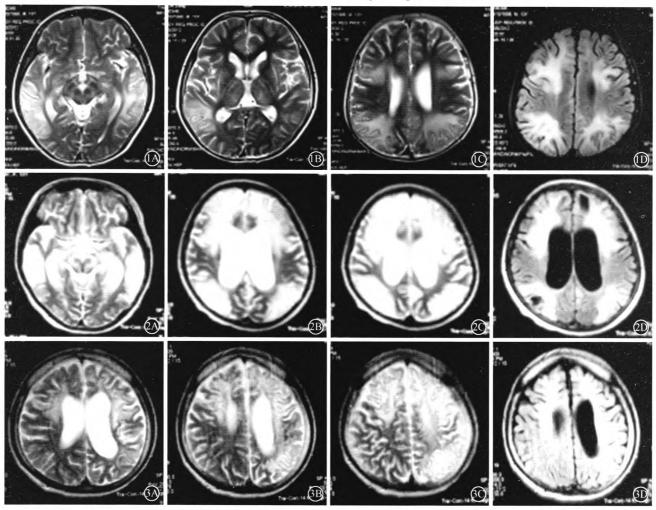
例 1 患者头颅 MRI 检查示双侧大脑半球弥漫性对称性分布大片状长 T_1 、长 T_2 异常信号,双侧基底节区对称性分布长 T_1 、长 T_2 异常信号 图 2 例 2 患者头颅 MRI 检查示双侧额叶、颞叶、顶叶、枕叶片状长 T_1 、长 T_2 异常信号,额叶及枕叶部分病灶信号与脑脊液信号一致;双侧壳核、尾状核头、丘脑、脑干对称斑片状长 T_1 、长 T_2 异常信号;Flair 相呈高信号;脑室系统明显扩张,沟裂明显增深增宽 图 3 例 3 患者头颅 MRI 检查示双侧豆状核、丘脑、桥脑、中脑均可见长 T_1 、长 T_2 异常信号,双侧额、顶及裂叶均可见不规则斑片状异常信号,左侧为甚;双侧侧脑室、第三及第四脑室均明显扩大,脑沟、脑裂均增宽、增深
